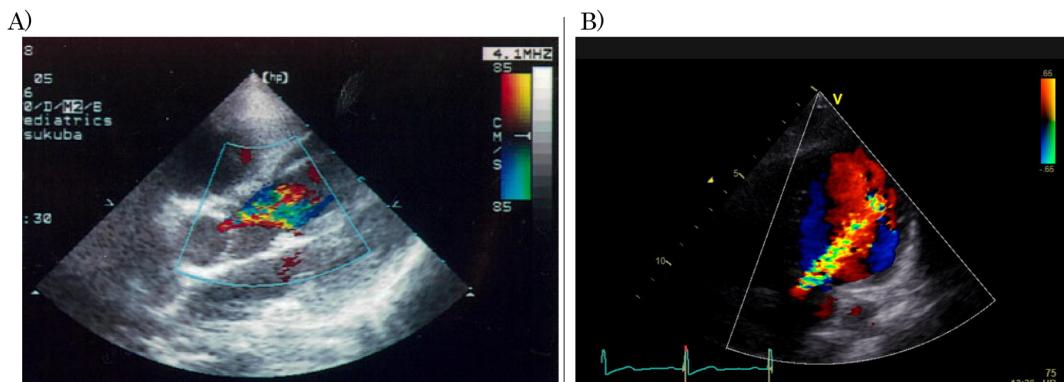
Color Doppler echocardiograms of case 2
